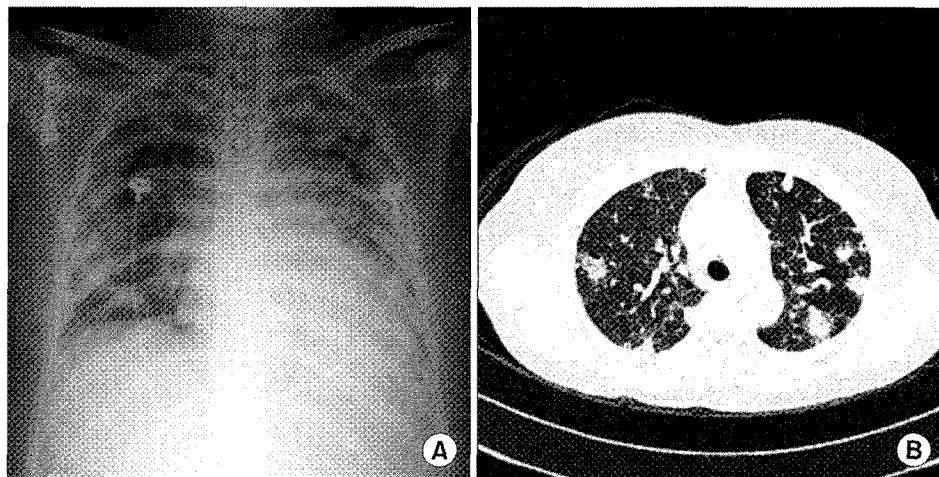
Preoperative chest radiograph shows multiple patch consolidation and bilateral pulmonary congestion (A). Preoperative chest computed tomography shows bilateral multiple peripheral pulmonary nodules with cavitary lesion suggesting septic emboli (B).
